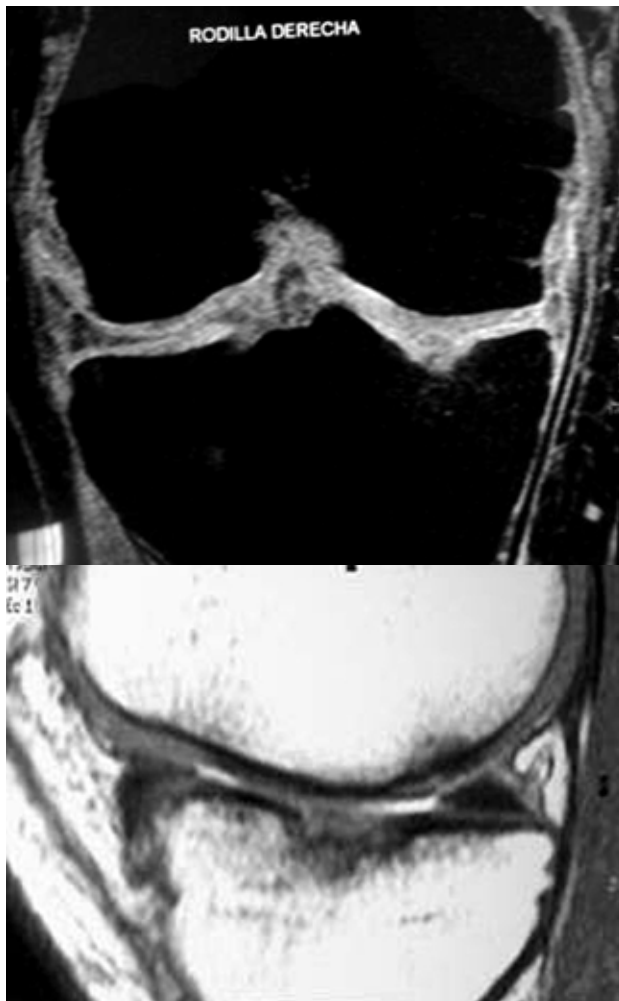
A y B: RM corte coronal y sagital que demuestra la lesión osteocondral en el platillo tibial interno. Secuela de la artritis séptica.
